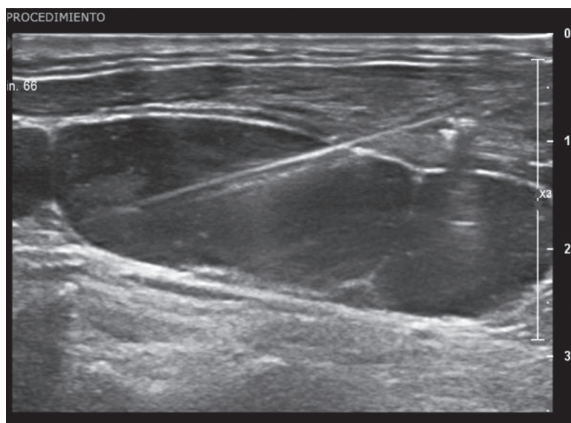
Ultrasonografía de cuello en nivel III izquierdo como apoyo para realizar una biopsia core de una adenopatía (estructura ovalada). Se aprecia el trayecto del biótomo dentro de la adenopatía.
